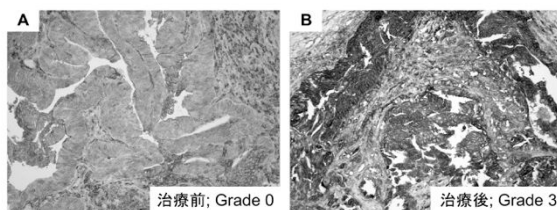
同一患者での、温熱療法・化学療法・X線照射による腫瘍細胞表面の HLA class I 発現誘導[7]
